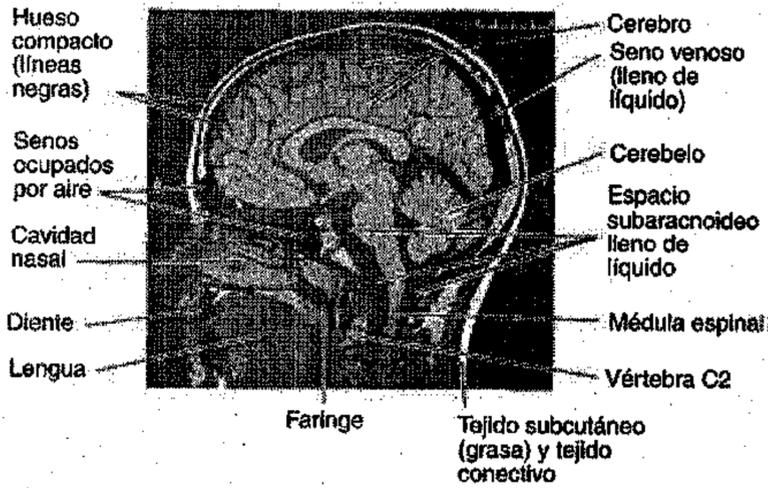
RM sagital media de la cabeza. Pueden verse numerosos detalles del SNC, así como estructuras de las cavidades oral y nasal, y de la porción superior del cuello. Las áreas negras hipointensas superiores a las caras anterior y posterior de la cavidad nasal son los senos frontal y esfenoidal llenos de aire.
